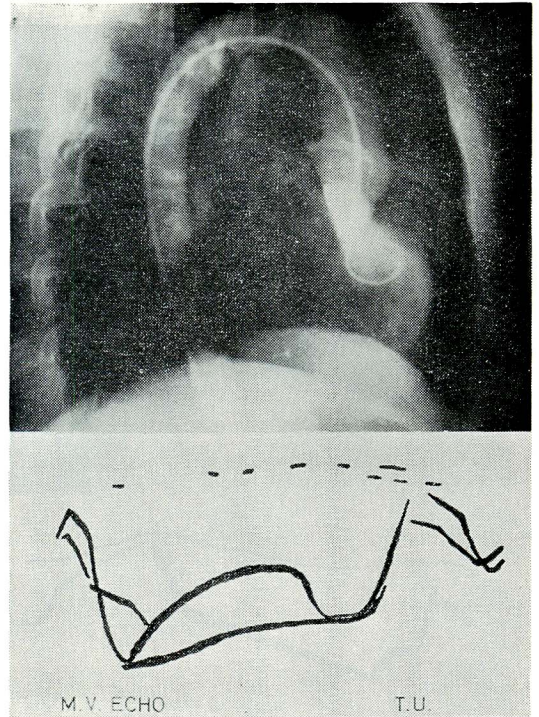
Angiogram and echocardiogram showing the coexistence of inverted cone and SAM (patient T. U.)
